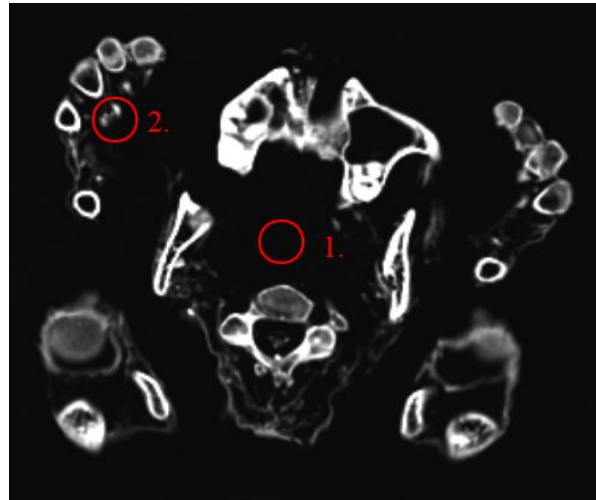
Peru, Bild 5, CT
